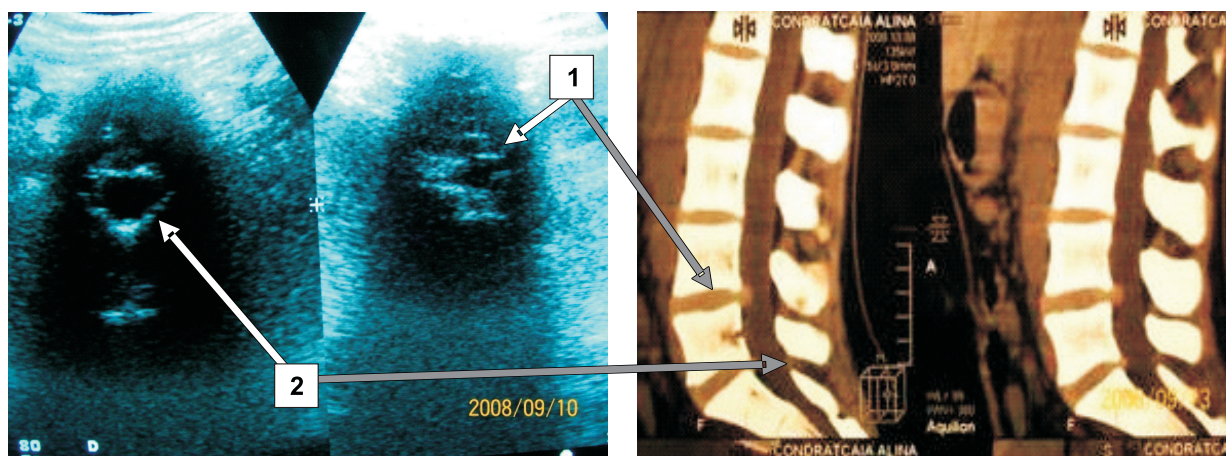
Pacienta V., 14 ani. Imagini comparative USG și TC 3-D: 1.) – hernie mediană LIV-LV;2.) – protruzie LV-S1.
